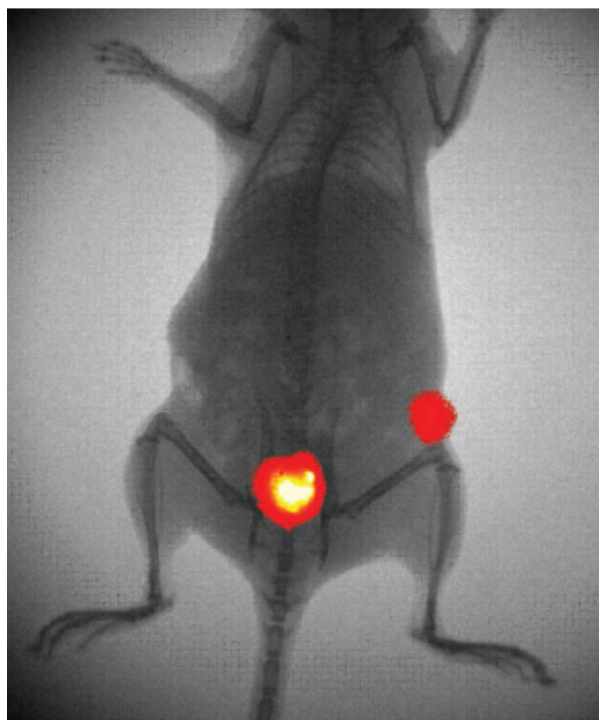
Комбинированное рентгеновское и флуоресцентное изображение, полученное с использованием флуоресцирующих полупроводниковых нанометок (Nie et al., 2007)
